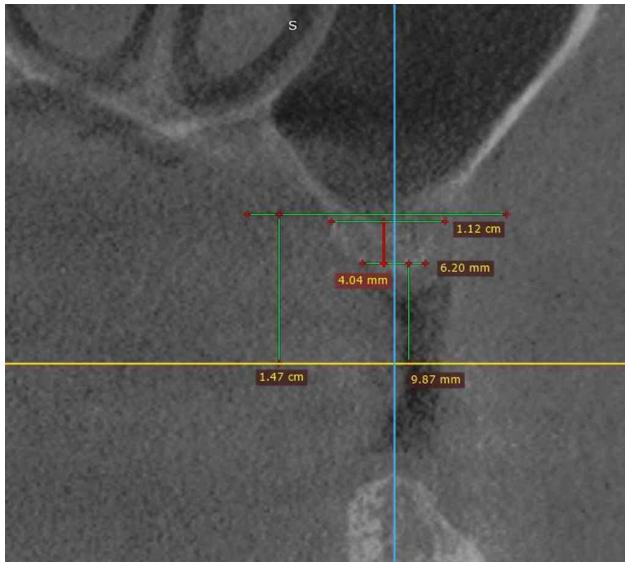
Corte coronal de CBCT previo a la instalación de implantes, en el que se muestran las mediciones verticales (altura) y horizontales (ancho) realizadas.
